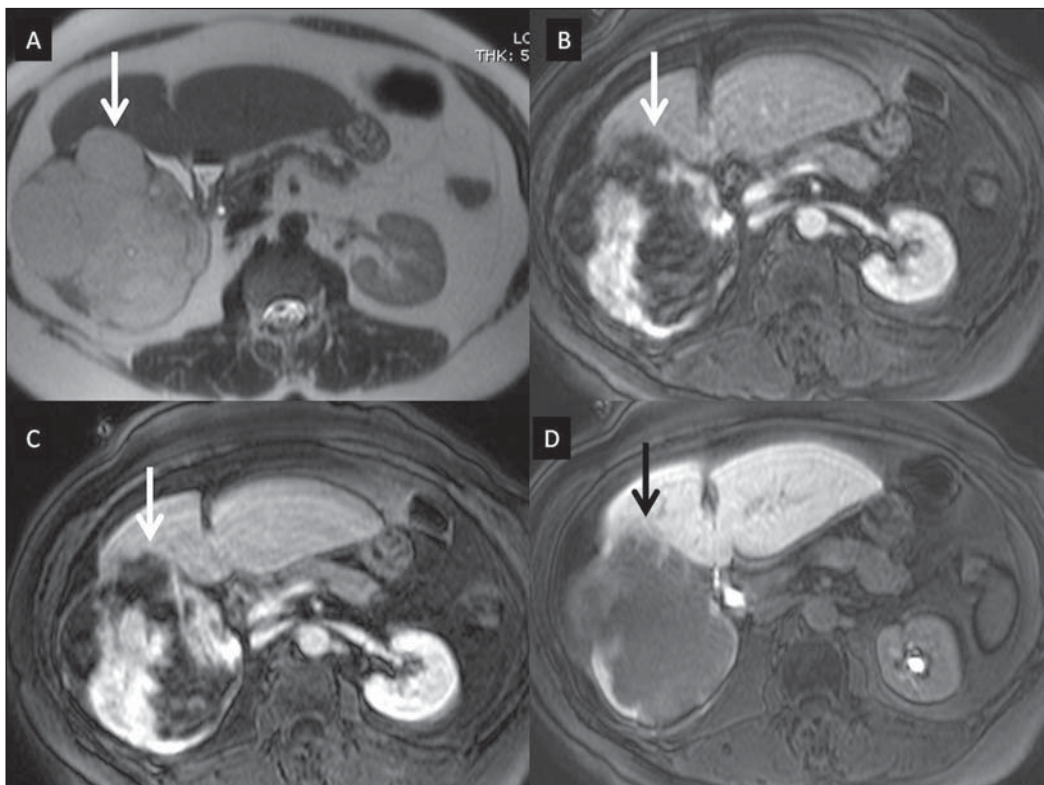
Hemangioma hepático (diagnóstico baseado nas características de imagem). Presença de lesão no lobo hepático direito (setas). Na imagem de RM ponderada em T2 (A) nota-se o típico hipersinal do hemangioma, assim como o realce progressivo, descontínuo e centrípeto nas fases de contrastação portal (B) e de equilíbrio (C). Na fase hepatobiliar, obtida 10 minutos após injeção intravenosa do ácido gadoxético, observa-se o efeito de inversão de gradiente do realce fígado-lesão, decorrente da maior captação do meio de contraste pelo parênquima, quando comparado com a hipocaptação do hemangioma, pela ausência de hepatócitos funcionantes no seu interior (D).
